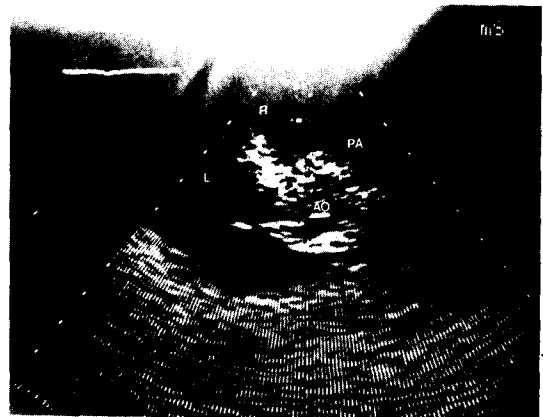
Post-operative echocardiogram (PSSAV)
